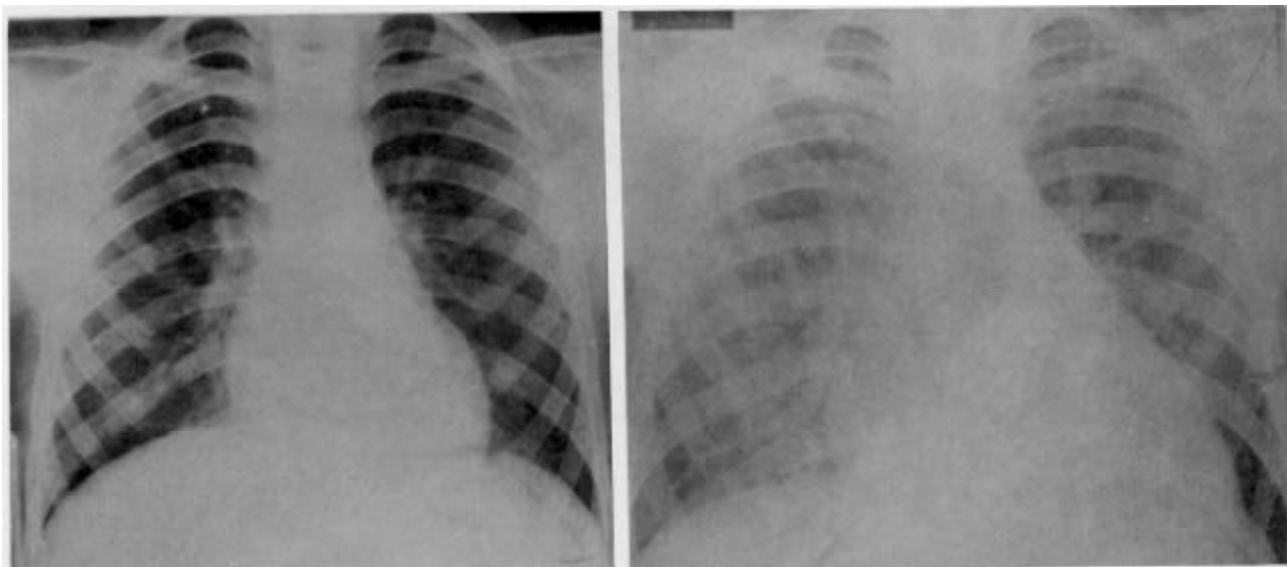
Telerradiografia de tórax, a 1º em março de 1985, aos 8 anos sem alterações; a 2º em março de 1989 mostrando cardiomegalia associada a expressivos sinais de infiltração pulmonar intersticial e hipertensão venocapilar.
